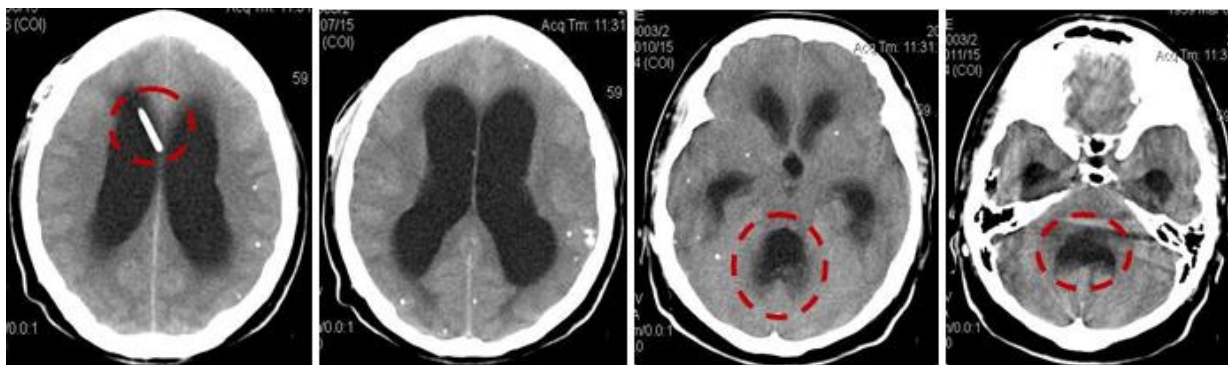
CT cerebral. NCC. Multiple calcificate intracerebrale. Hidrocefalie ocluzivă, comprimarea punții și medulei oblongate; stenoza apeductului Silvyus. Șunt ventriculoperitoneal afuncțional.
